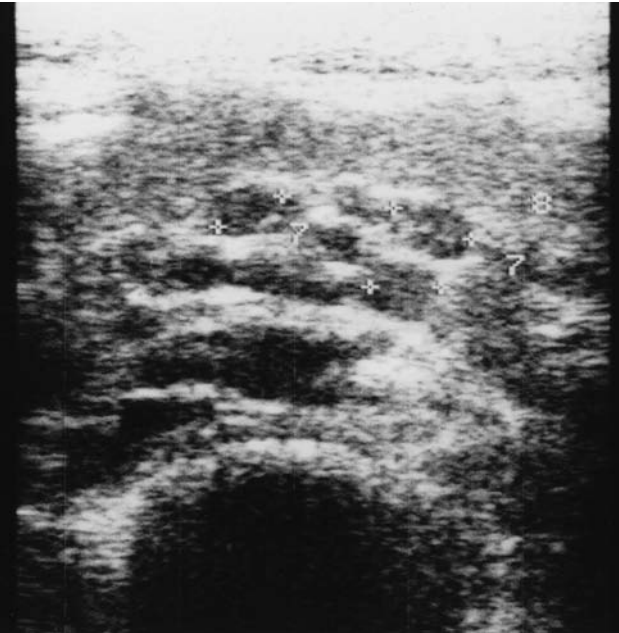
9y, erkek, akut apandisitli olguya ait USG incelemesinde, batın sağ alt kadranda lokalize 35 mm uzunlukta 9 mm genişlikte ince ekojenik bir duvarı olan ve içinde anekoik sıvı bulunan enflame apandiks ile uyumlu tübüler yapı görünümü
